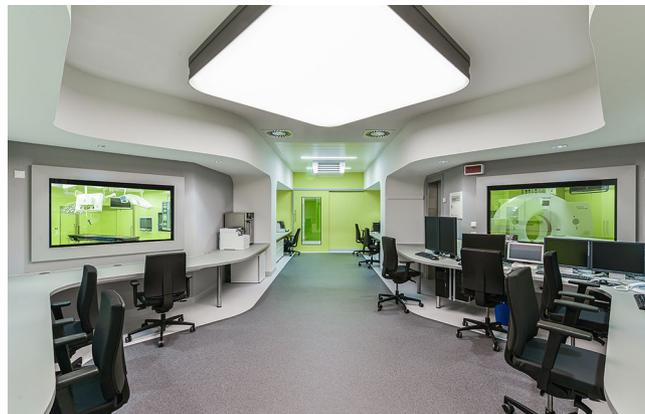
▲ NCT Dresden: Um einen zentralen Schaltraum herum gruppieren sich vier Hightech-Säle mit Operations- und Bildgebungstechnik. Im „OP der Zukunft“ wird mit digital vernetzten Geräten für die Krebschirurgie experimentiert, drei weitere Säle mit Großgeräten wie MRT und PET-CT ergänzen die Raumkonfiguration. (Foto: Christian Börner. Mit freundlicher Genehmigung von wörner traxler richter)
